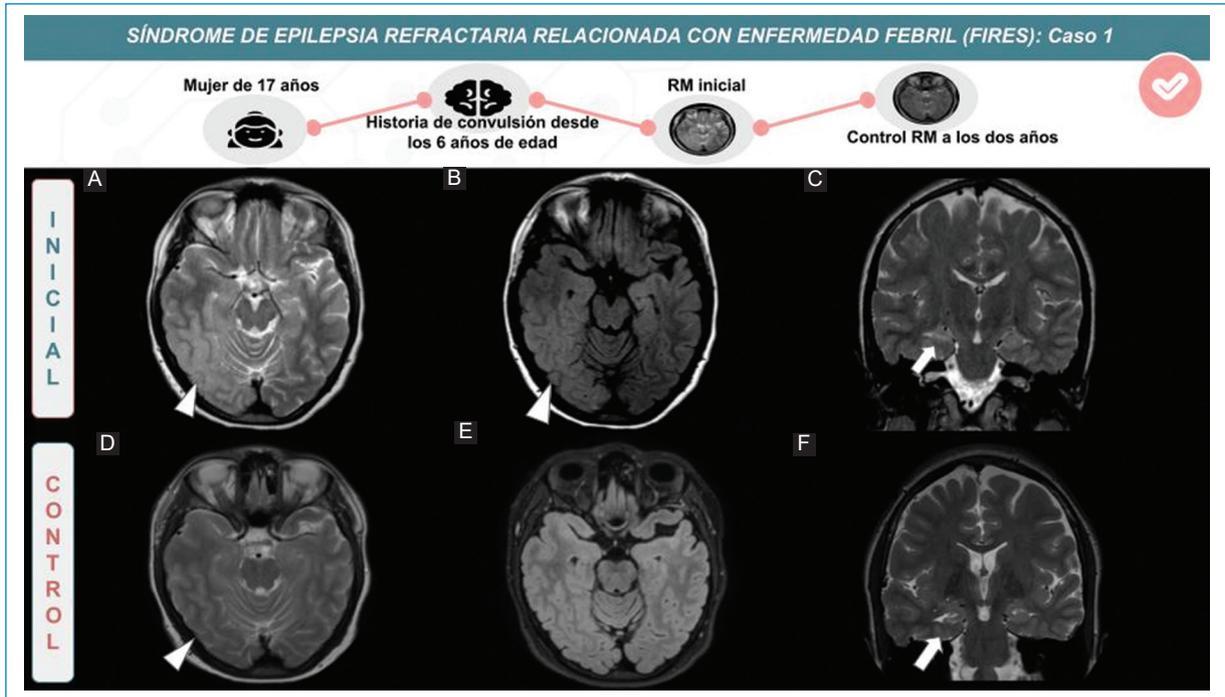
Mujer de 17 años con antecedentes de convulsión febril desde los seis años. RM inicial (A, B y C) presenta señal hiperintensa en secuencia ponderada en T2 y FLAIR en región temporal (cabeza de flecha) e hipocampal anterior derecho (flecha). En el control (D, E y F), dos años después, se identifica discreta atrofia difusa (punta de flecha) más evidente a nivel temporo-mesial (F) (flecha).
